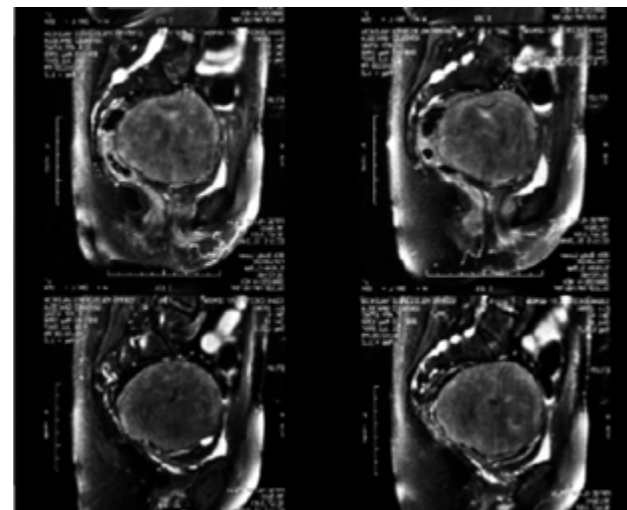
Resonancia magnetica nuclear demostrando leiomioma.
